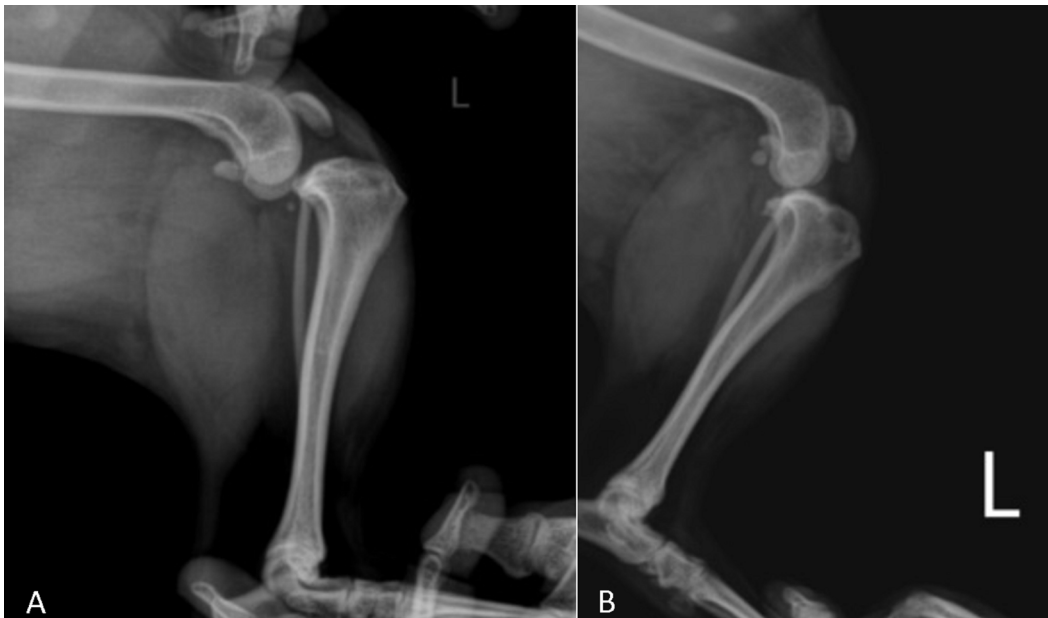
Radiographs of case no 3. A) preoperative M/L, B) Postoperative 10th day M/L, C) Postoperative 90th day M/L radiographs.
